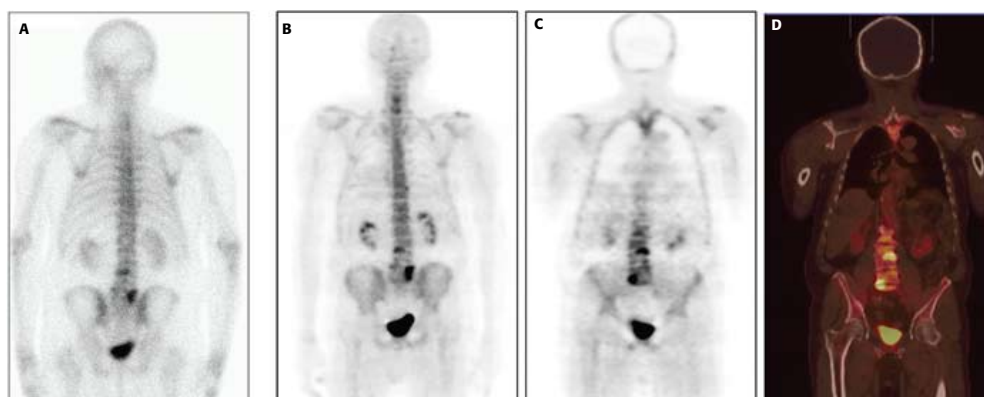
▶ Cintilografia óssea na projeção posterior (A) e imagens de PET/CT ósseo com fluoreto (B a D), sendo: reconstrução tridimensional na projeção posterior (B), corte coronal de PET (C) e corte coronal correspondente da fusão PET/CT (D). A cintilografia óssea foi obtida 3 horas após a administração de $\text{MDP-}^{99\text{m}}\text{Tc}$ e as imagens PET foram iniciadas apenas 8 minutos após a injeção venosa de fluoreto- ^{18}F , tendo a aquisição das imagens prosseguido por mais 18 minutos (3 minutos/*bed position*). Notar que as lesões articulares ósteo-degenerativas presentes na coluna lombo-sacral apresentam captação visualmente mais intensa de fluoreto- ^{18}F do que de $\text{MDP-}^{99\text{m}}\text{Tc}$, mesmo nessas imagens PET adquiridas num momento intencionalmente precoce.
